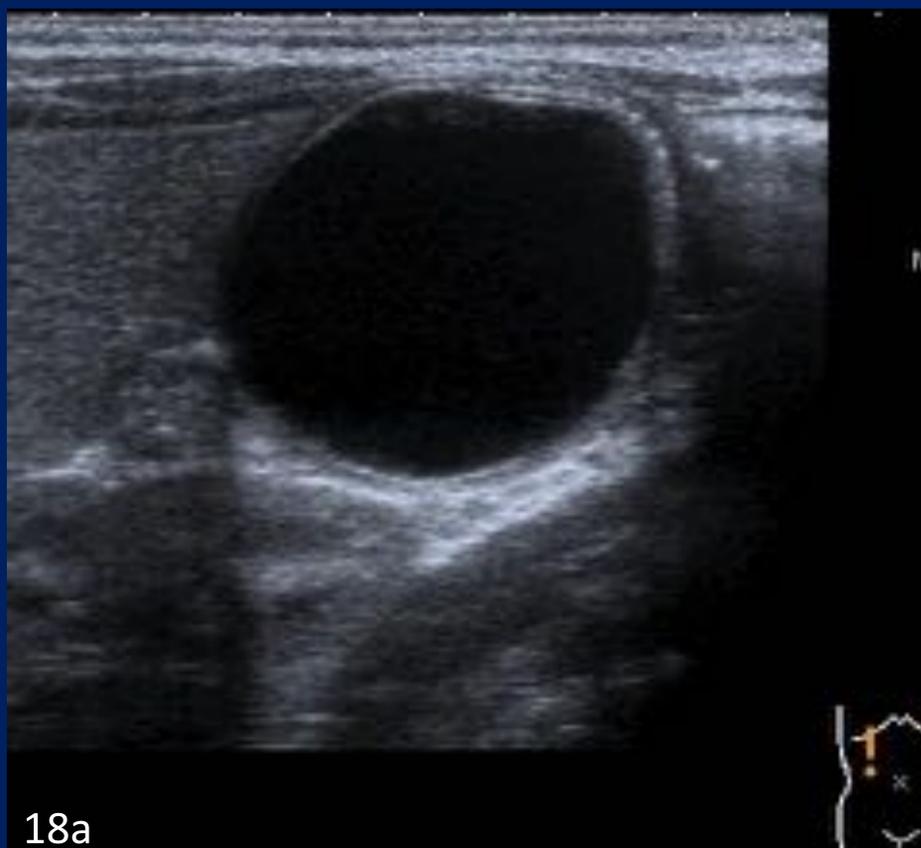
Quiste de duplicación. (a). Ecografía a los 3 días de vida, hallazgo casual de una imagen de aspecto quística, con capa interna ecogénica y externa hipoeoica localizada en flanco-fosa ilíaca derecha, en una niña asintomática. (b). TC de abdomen y pelvis con contraste IV. Imagen quística localizada en fosa ilíaca derecha. (c y d). RM en secuencias coronales potenciadas en T2. Imagen sugestiva de quiste de duplicación, de morfología esférica, que no comunica con el tracto gastrointestinal.
